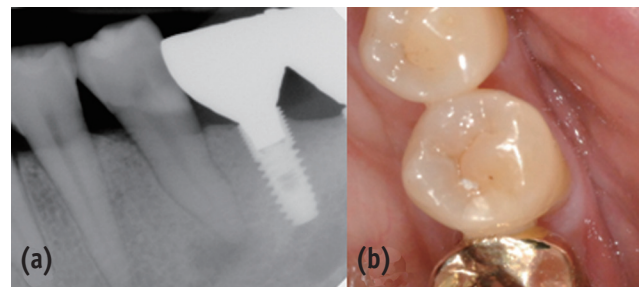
Three-month follow up. (a) Periapical view. Distal proximal caries was detected; (b) Photograph taken after class II resin filling.
